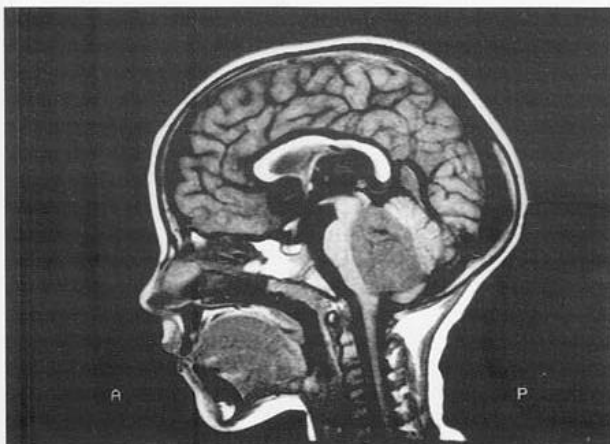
RM de cerebro, T1-Gd., meduloblastoma captador de contraste en forma heterogénea e infiltra la pared posterior del tronco cerebral.
